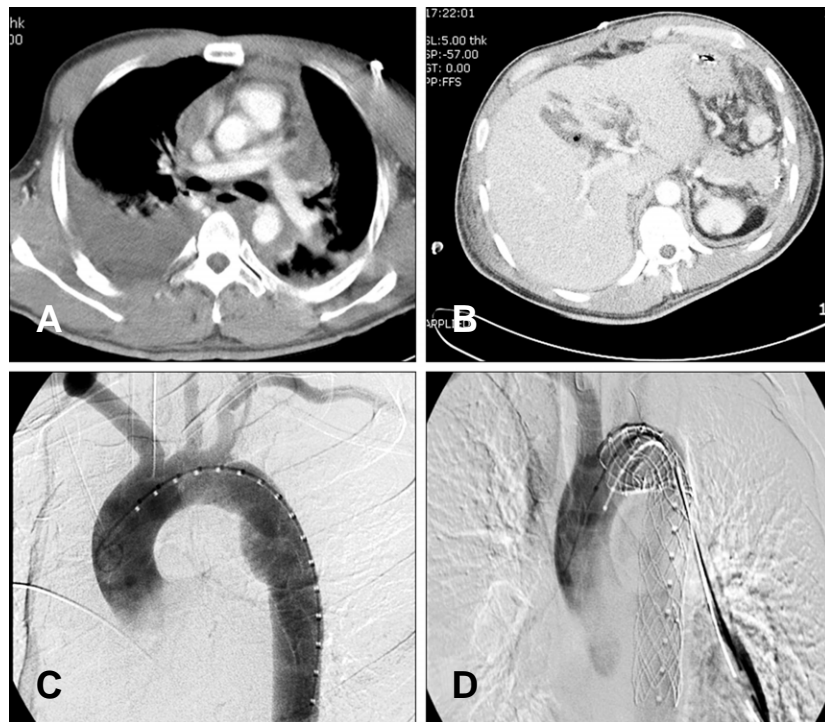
A 38 year-old man with thoracic aortic dissection and hemothorax and abdominal organ injury (A) Chest computed tomography shows massive hemothorax at right thoracic cavity(arrow). (B) Abdominal computed tomography shows laceration of liver(arrow). (C) Thoracic aortic angiography shows focal aortic dissection with pseudoaneurysm distal to origin of left subclavian artery(arrow). (D) The view shows post angiographic finding of the stent insertion at descending thoracic aorta.
